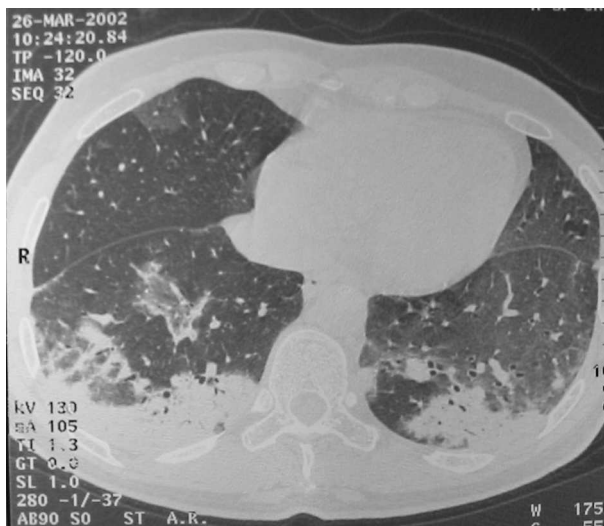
TAC torácica após segundo curso de antibioterapia - imagens de consolidação peribrônquica e subpleural.
